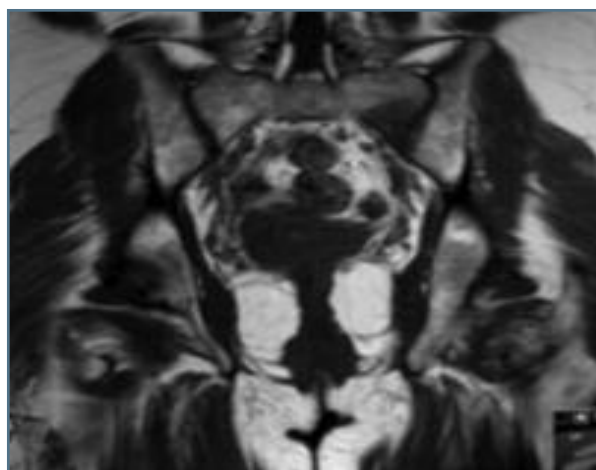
RM aos 3 meses após o parto – alteração do padrão de sinal medular ósseo da asa esquerda do sacro, com extenso edema medular ósseo nas sequências sensíveis ao líquido, acompanhado de discreto trajeto linear longitudinal, interessando a cortical inferior, no contexto de pequena fratura de stress
